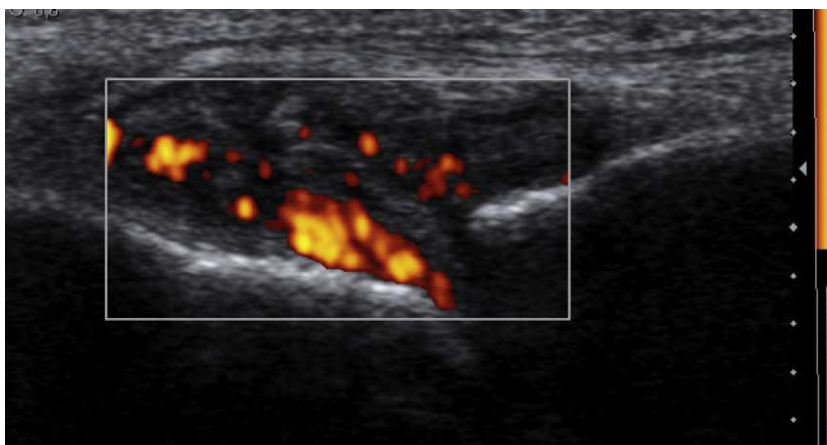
Sinovitis Doppler en la segunda metatarsofalángica.
